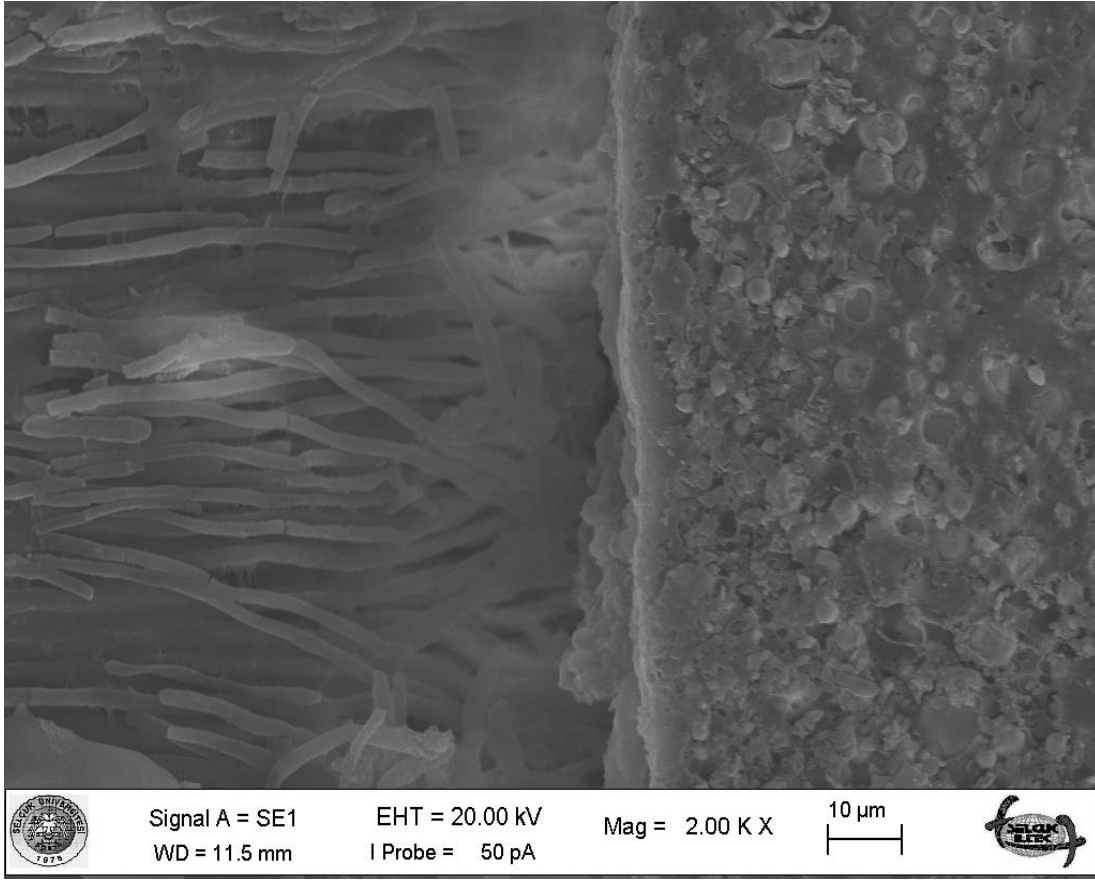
AH Plus-Isıtılmış güta-perkanın enjeksiyon yöntemi grubuna ait bir örneğin SEM mikrografisi (x500)
